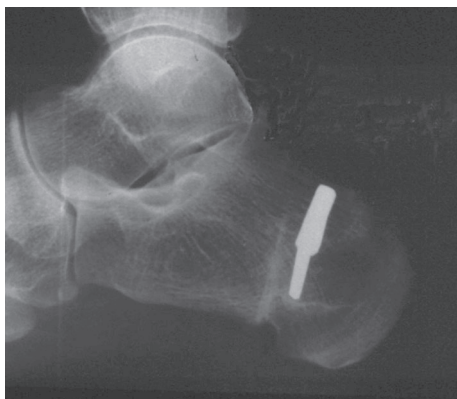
Ostéotomie en Z de la tubérosité calcanéenne : radiographie à 18 mois.
